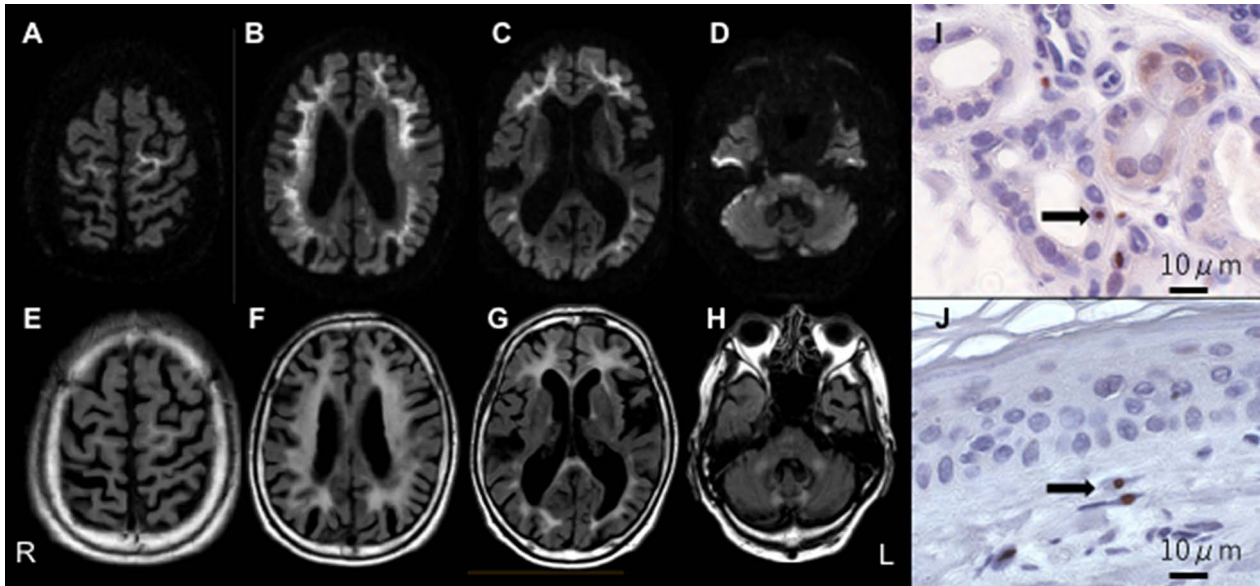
Brain MRI study and pathological findings of skin biopsy.
